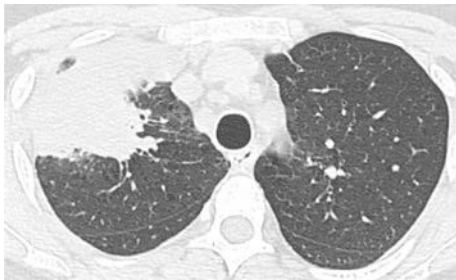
Chest CT at the initial visit, showing consolidation in the right upper lobe.
